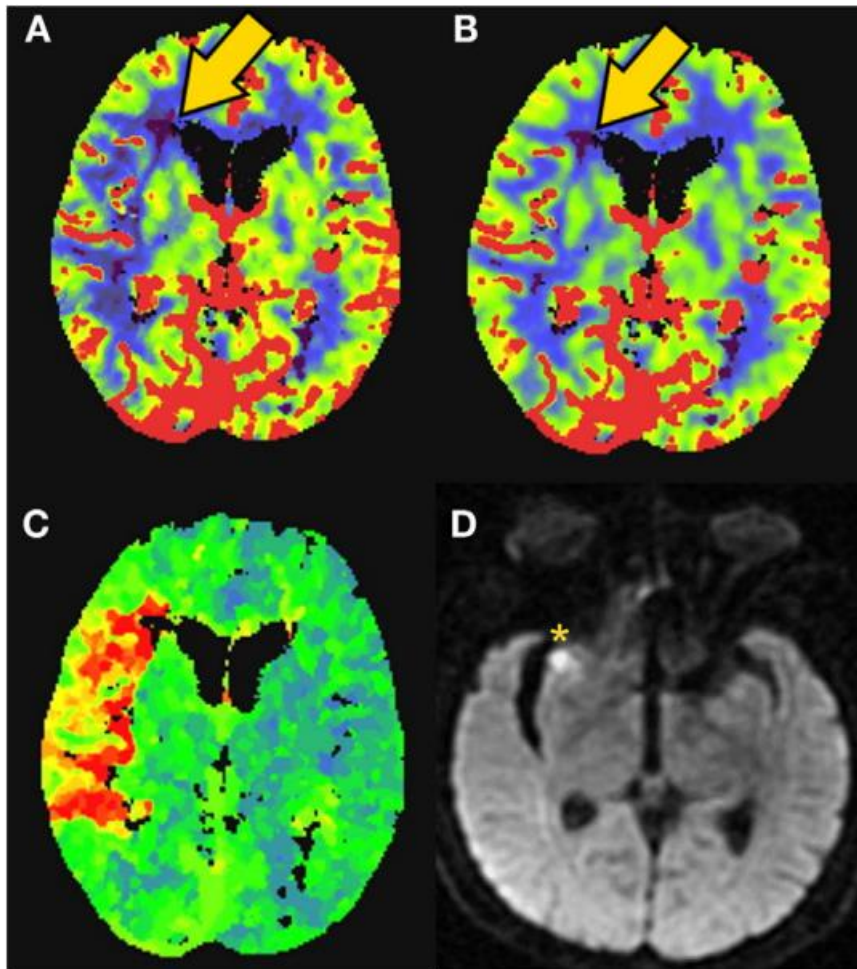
Estudos de TC perfusão e RM. A – Mapa do fluxo sanguíneo cerebral, B - Mapa do volume sanguíneo cerebral, C – Mapa de Tmax, D – RM -DWI. Adaptado de (8). © 2018 Etherton, Barreto, Schwamm and Wu. Licenciado sob CC BY 4.0 (<http://creativecommons.org/licenses/by/4.0>).
